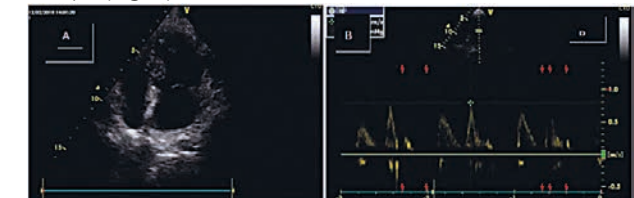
Ecografie transtoracică. A. Incidența apicală 4C: VS, AS de dimensiuni normale; SIV: 14 mm. FE = 65%; B. Doppler pulsat la nivelul valvei mitrale: raport E/A = 0,8
